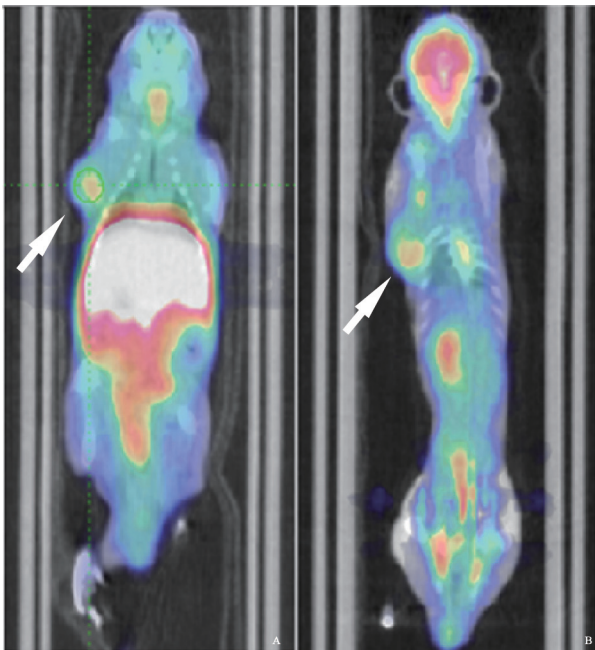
LNCaP模型PET/CT显像 (箭头示肿瘤位置)
